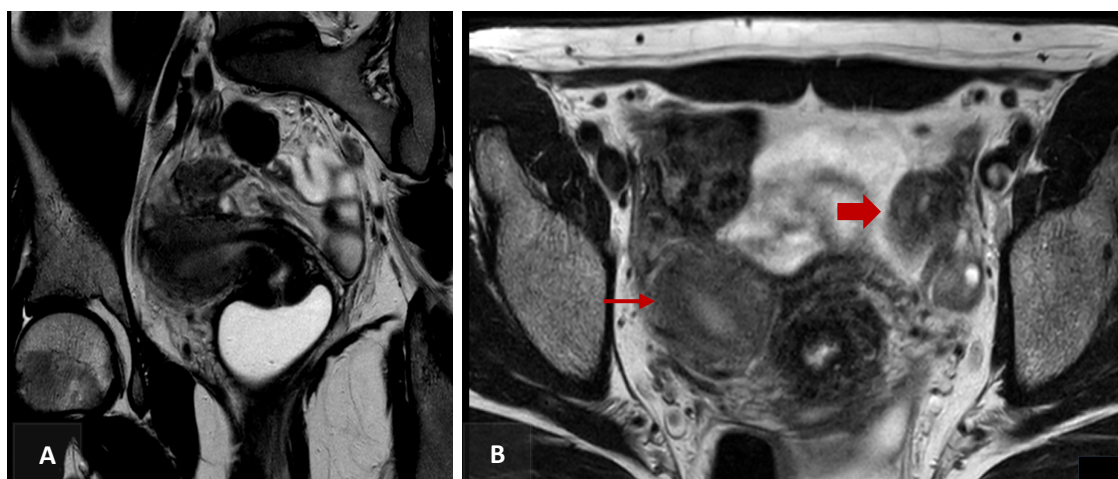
Resonancia abdomino-pélvica. A. Corte longitudinal de hemiútero con secuencia potenciada en T2. B. Corte transverso con hemiútero (flecha fina) y cuerno rudimentario no comunicante (flecha gruesa), donde se evidencia endometrio fino en su interior.
